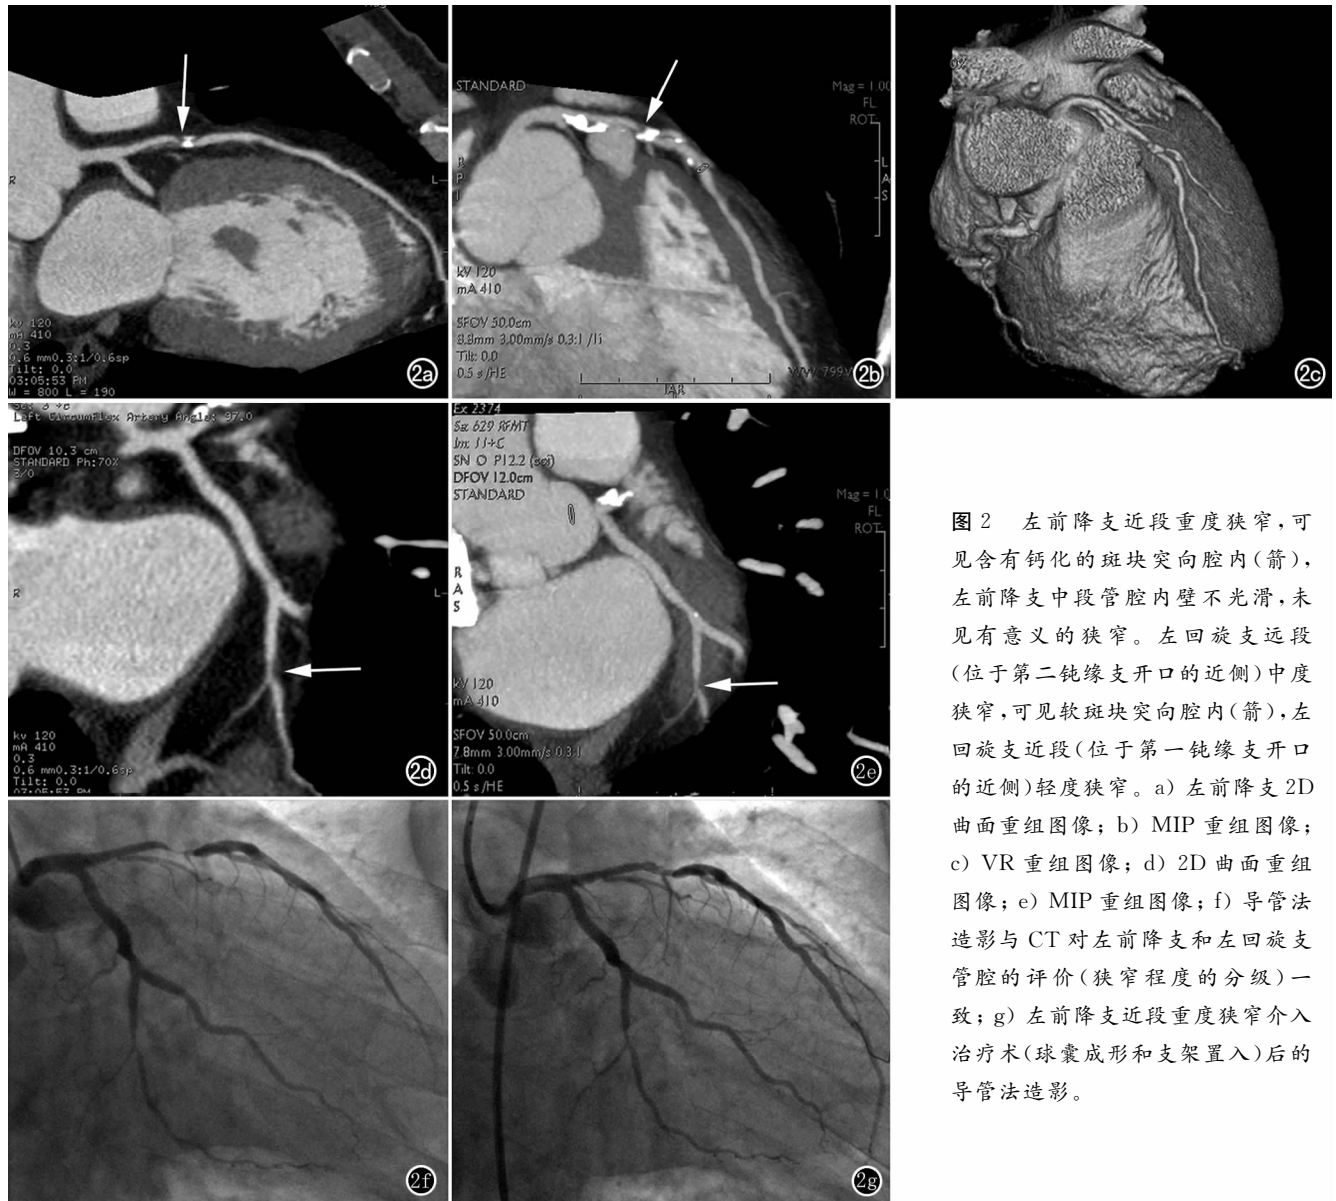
左前降支近段重度狭窄,可见含有钙化的斑块突向腔内(箭),左前降支中段管腔内壁不光滑,未见有意义的狭窄。左回旋支远段(位于第二钝缘支开口的近侧)中度狭窄,可见软斑块突向腔内(箭),左回旋支近段(位于第一钝缘支开口的近侧)轻度狭窄。a)左前降支2D曲面重组图像;b)MIP重组图像;c)VR重组图像;d)2D曲面重组图像;e)MIP重组图像;f)导管法造影与CT对左前降支和左回旋支管腔的评价(狭窄程度的分级)一致;g)左前降支近段重度狭窄介入治疗(球囊成形和支架置入)后的导管法造影。
